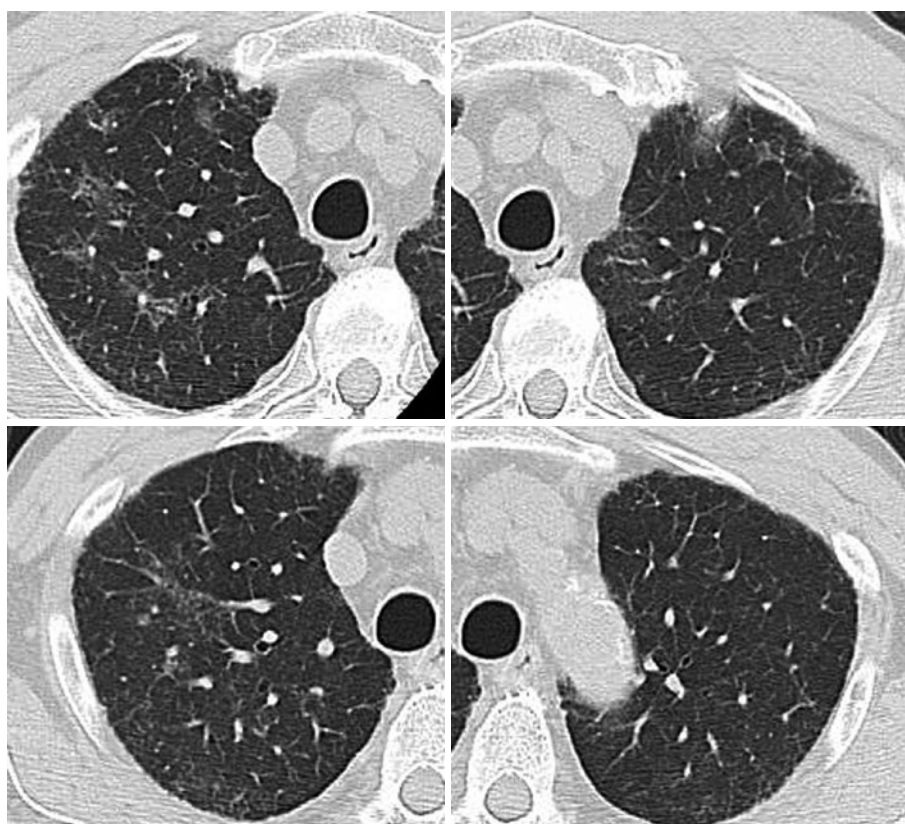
当科初診時胸部単純CT写真。両側上肺野有意に斑状のすりガラス状陰影を認めた。
